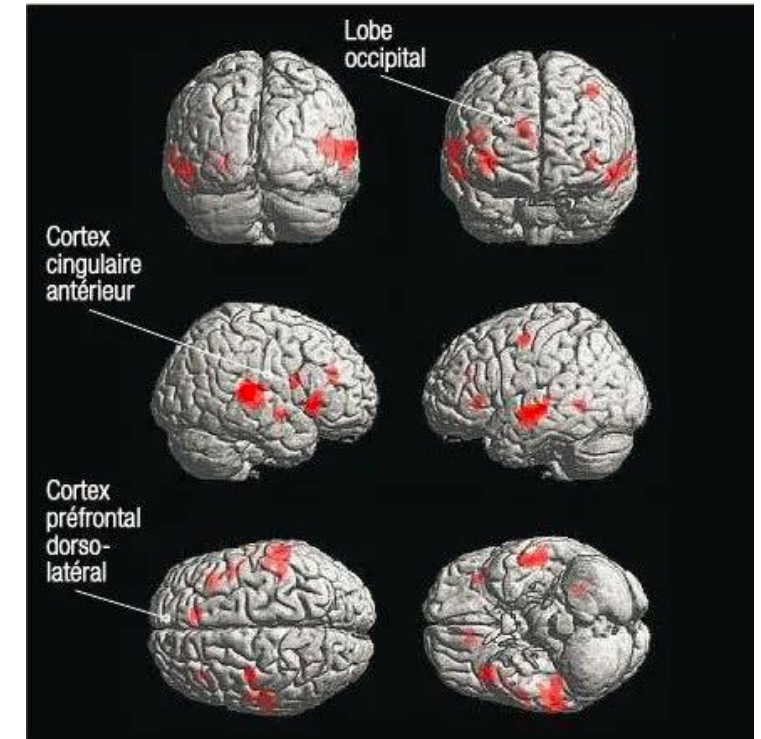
IRM fonctionnelle
